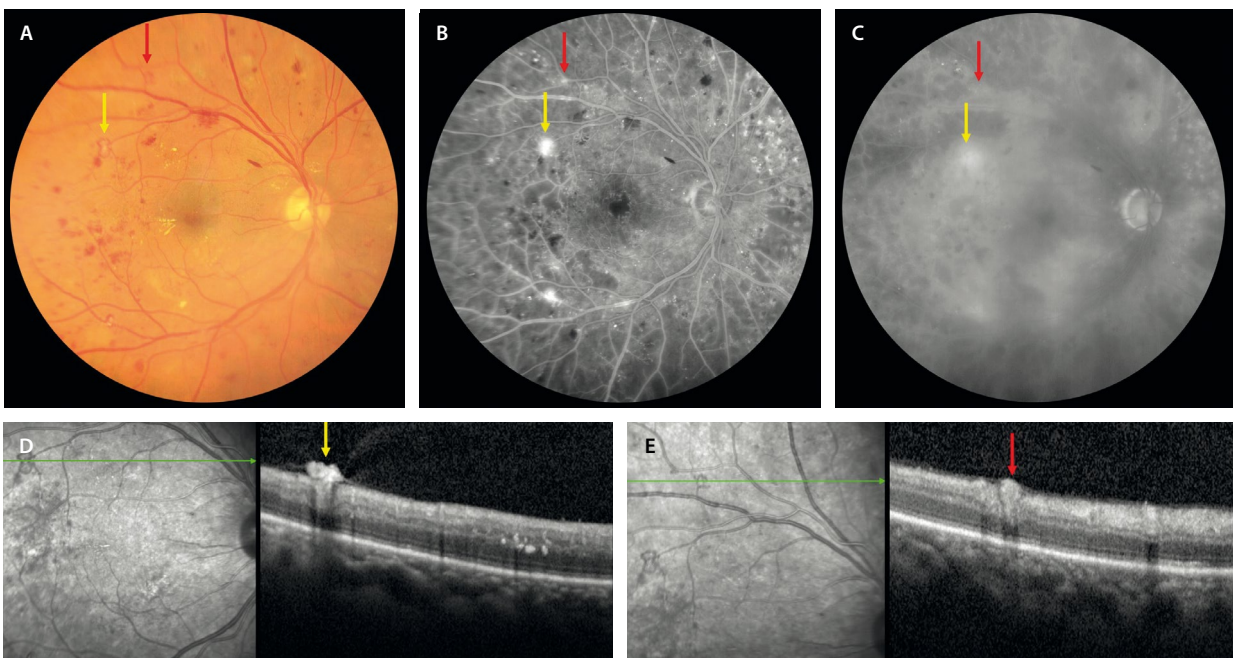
Diferencias entre anomalía microvascular intrarretiniana y neovasos prerretinianos. Los neovasos (flechas amarillas) se observan como una lesión arrosariada en la retinografía (A), hiperfluorescentes en tiempos precoces de la angiografía con fluoresceína (B), fugando en tiempos tardíos (C). En la tomografía de coherencia óptica (D), se ven como estructuras hiperreflectivas prerretinianas. Las anomalías microvasculares intrarretinianas (flechas rojas) se muestran arrosariadas en la retinografía también (A), son hiperfluorescentes en tiempos precoces de la angiografía con fluoresceína (B), pero sin fuga tan evidente en tiempos tardíos (C). En la tomografía de coherencia óptica (E) se ven como estructuras hiperreflectivas pero intrarretinianas.
